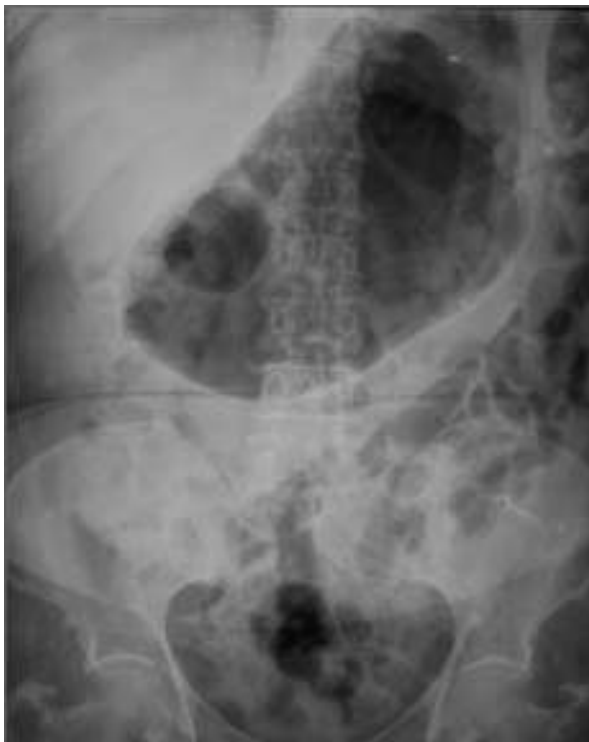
Radiografía complementaria del abdomen en donde se aprecia importante dilatación de la cámara gástrica, sin embargo el calibre de las asas intestinales y el grosor de las paredes es normal.
